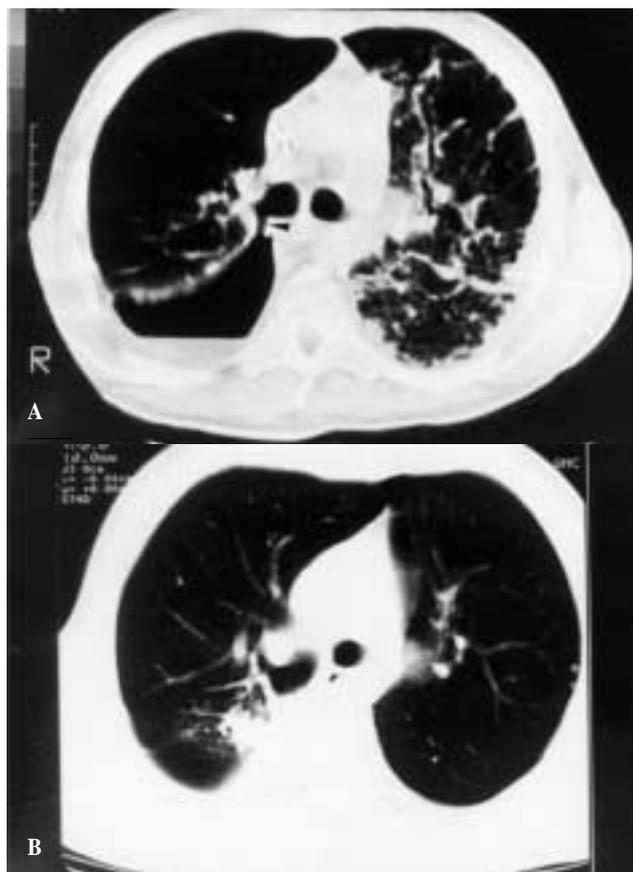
a) TAC de fístula broncopleurales a nivel de la sutura bronquial derecha, nivel hidroaéreo en la cavidad pleural. b) Tres meses tras el cierre de la fístula sólo persiste una paquipleuritis residual en dicha zona.
